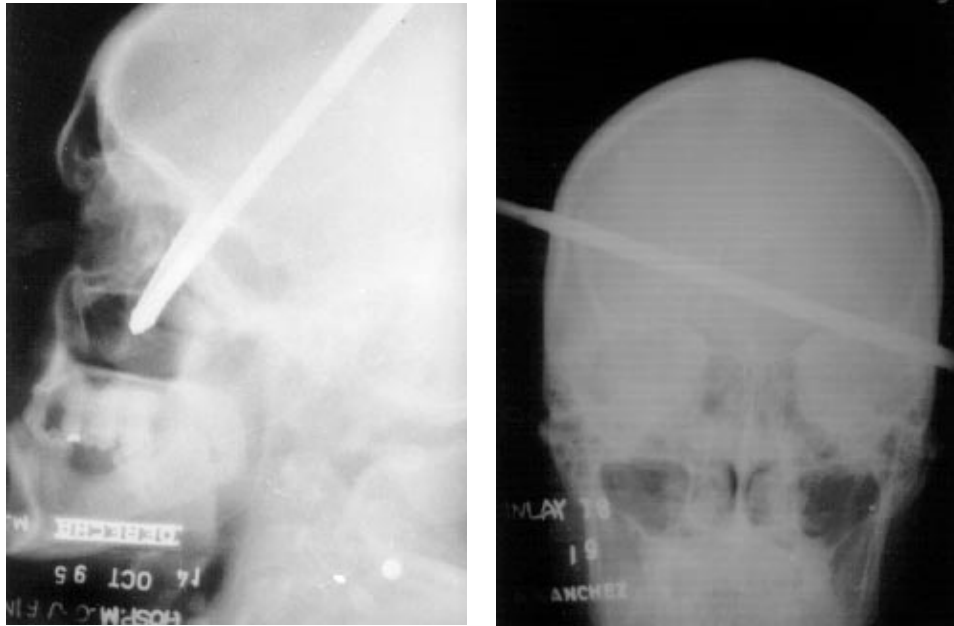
3b Radiografía AP y lateral de cráneo donde se observa el paso del arpón a través de la bóveda craneal (lesión perforante).
